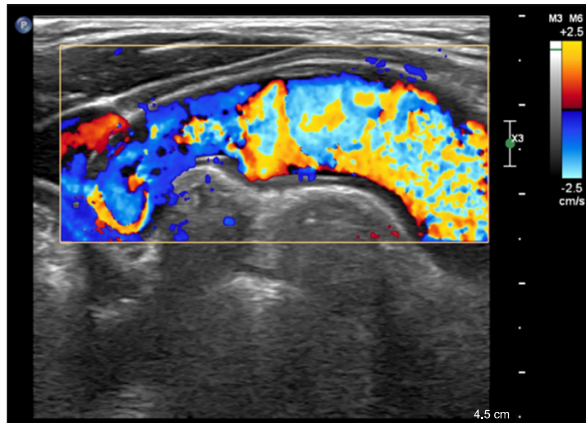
Neck Doppler ultrasound image. Right high-riding subclavian artery above clavicle.
